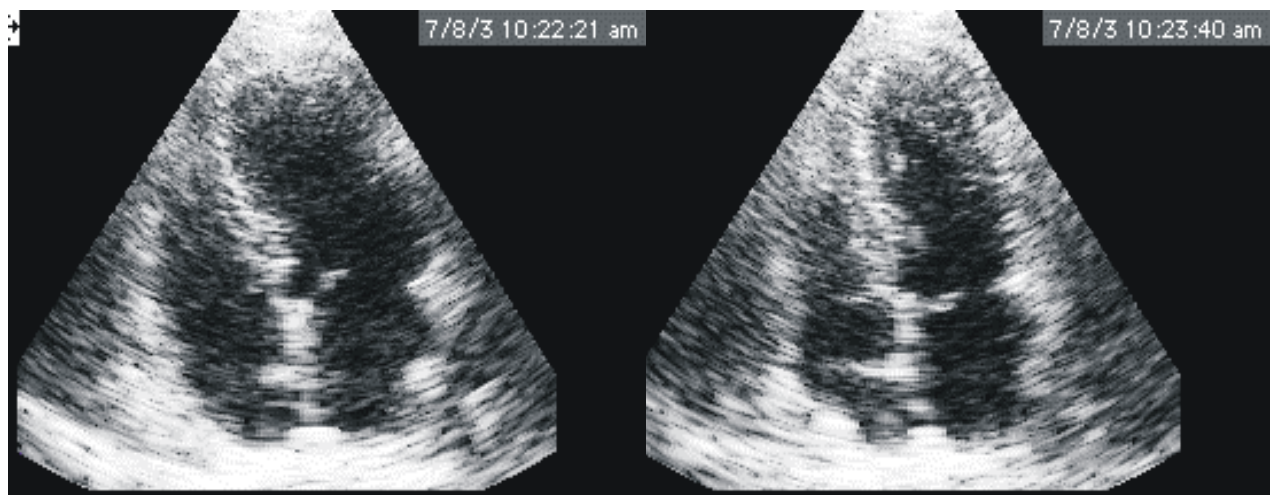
Ecocardiograma realizado 13 días después de la internación en el cual se informó función sistólica del VI y motilidad parietal normal.
